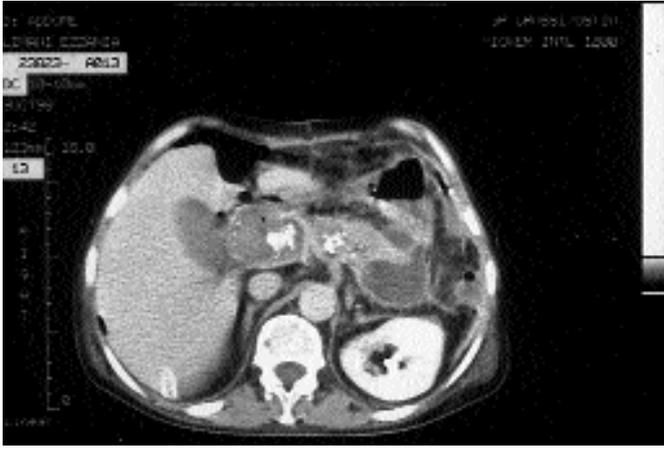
La TC Addome. Controllo postoperatorio. Esiti di splenopancreasectomia corpopcaudale del pancreas. Esigua raccolta postoperatoria.
